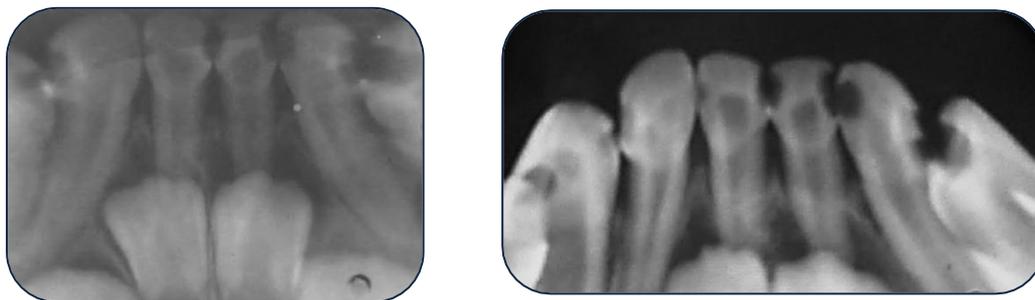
Rx. periapicales: Piezas 7,1;7,2;8,1 y 8,2.
